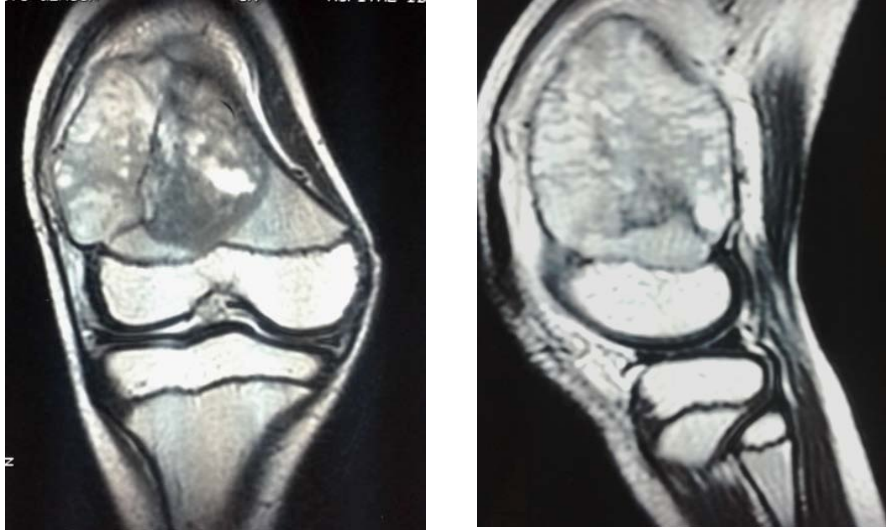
IRM d'un Ostéosarcome de l'extrémité distale du fémur infiltrant le cartilage de conjugaison
